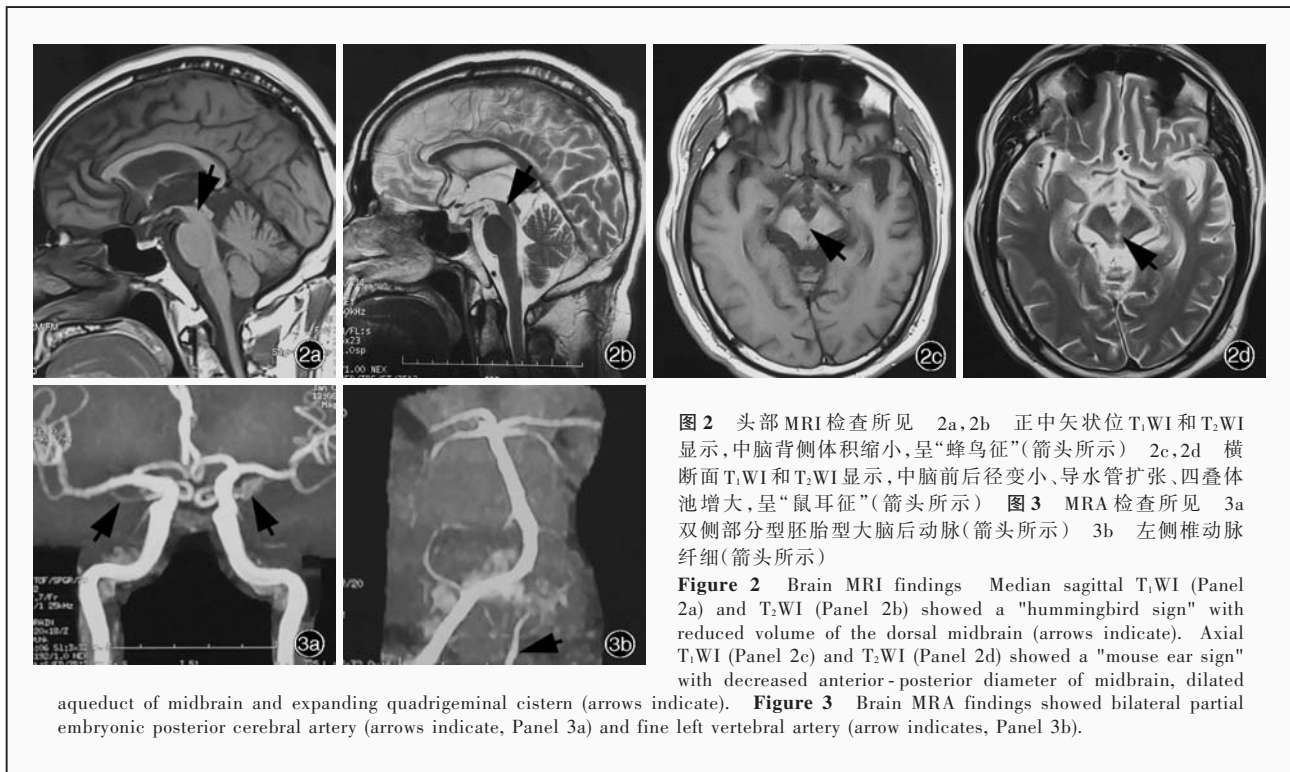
头部MRI检查所见 2a,2b 正中矢状位T₁WI和T₂WI显示,中脑背侧体积缩小,呈“蜂鸟征”(箭头所示) 2c,2d 横断面T₁WI和T₂WI显示,中脑前后径变小、导水管扩张、四叠体池增大,呈“鼠耳征”(箭头所示) 图3 MRA检查所见 3a 双侧部分型胚胎型大脑后动脉(箭头所示) 3b 左侧椎动脉纤细(箭头所示)
